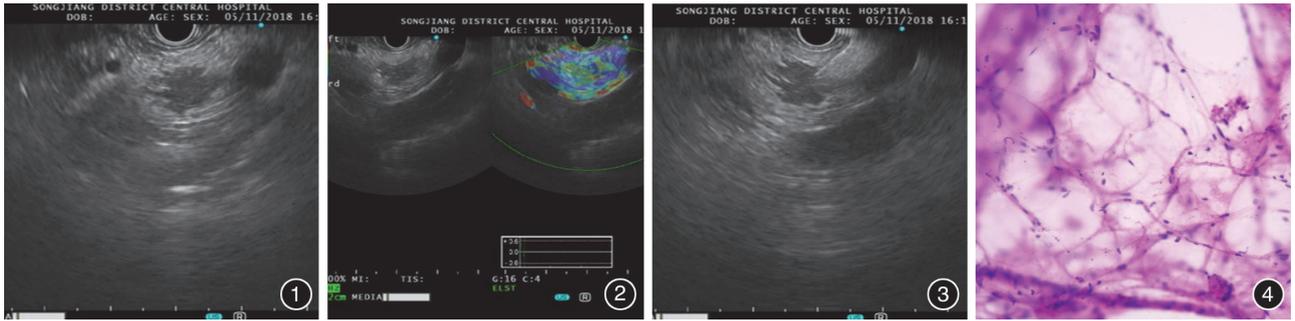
内镜超声下见胰腺头部不规则病变 图2 内镜超声弹性成像呈黄绿色相间为主 图3 使用 COOK 22 G 穿刺针穿刺胰头部病变 图4 显微镜下可见成熟的脂肪细胞 HE ×100
